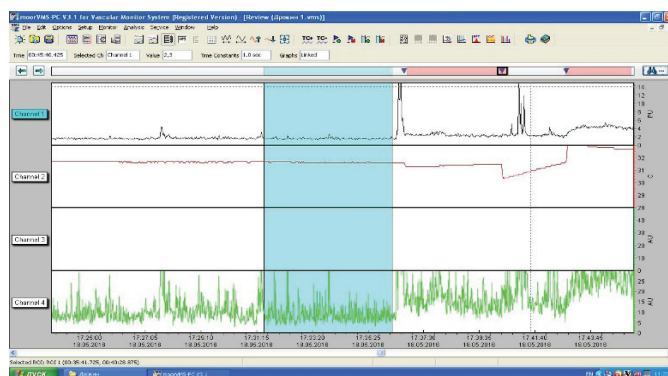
Скрин-шот с интерфейса флуориметра. ЛДФ-грамма перфорантного кожного лоскута. Перфузия (верхняя кривая), температура лоскута (средняя) и концентрации эритроцитов (нижняя кривая) в лоскуте.
